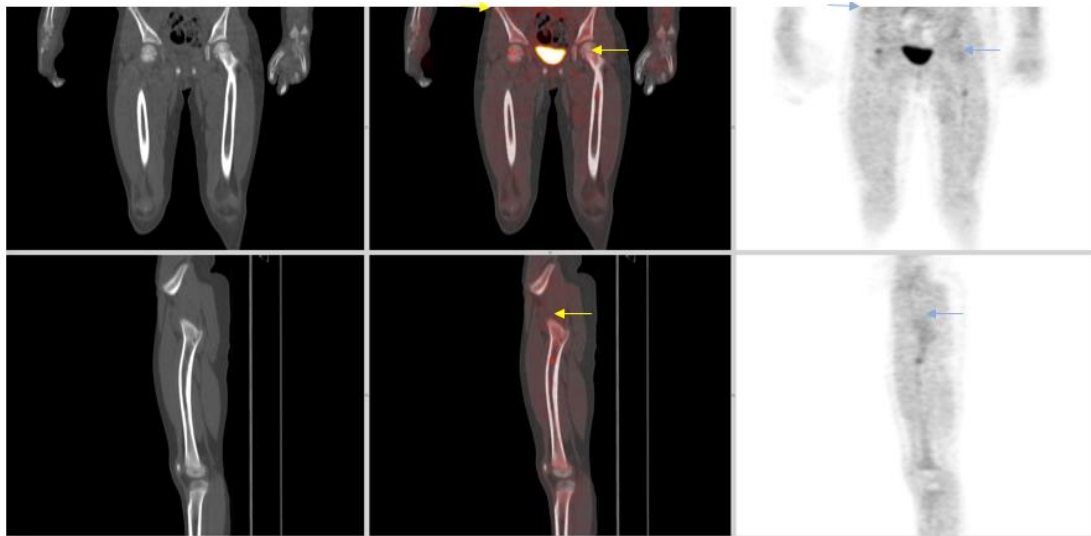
Estudio PET/CT con 18F- FDG que evidencia hipercaptación diafisaria proximal femoral izquierda y en cabeza femoral derecha sin clara traducción morfológica compatibles con histiocitosis en actividad.
